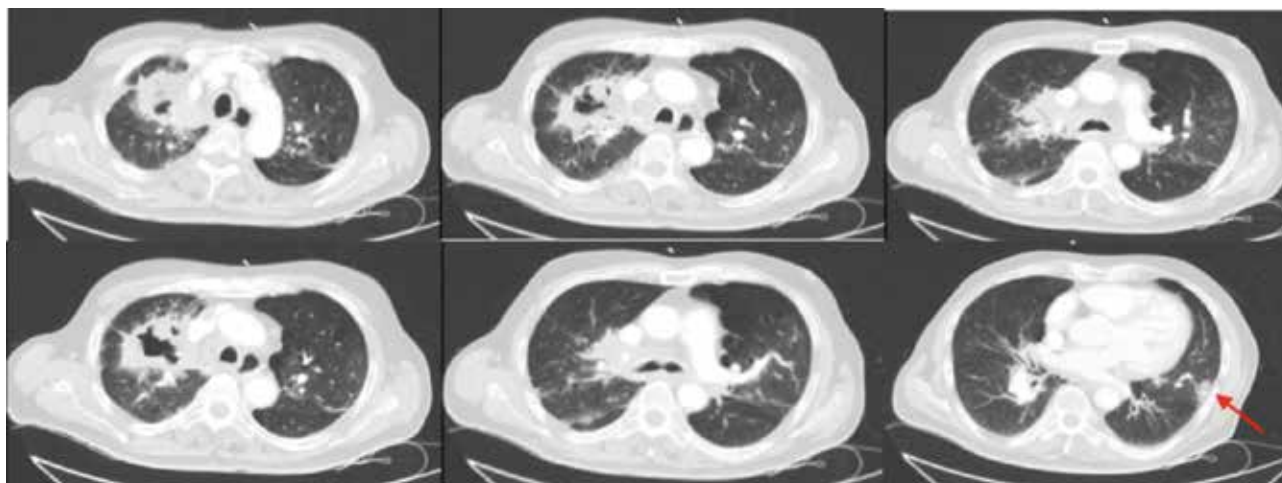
TC toràica on destaquen la lesió cavitada en el lòbul superior dret i la lesió nodular en el lòbul inferior esquerre (fletxa).
